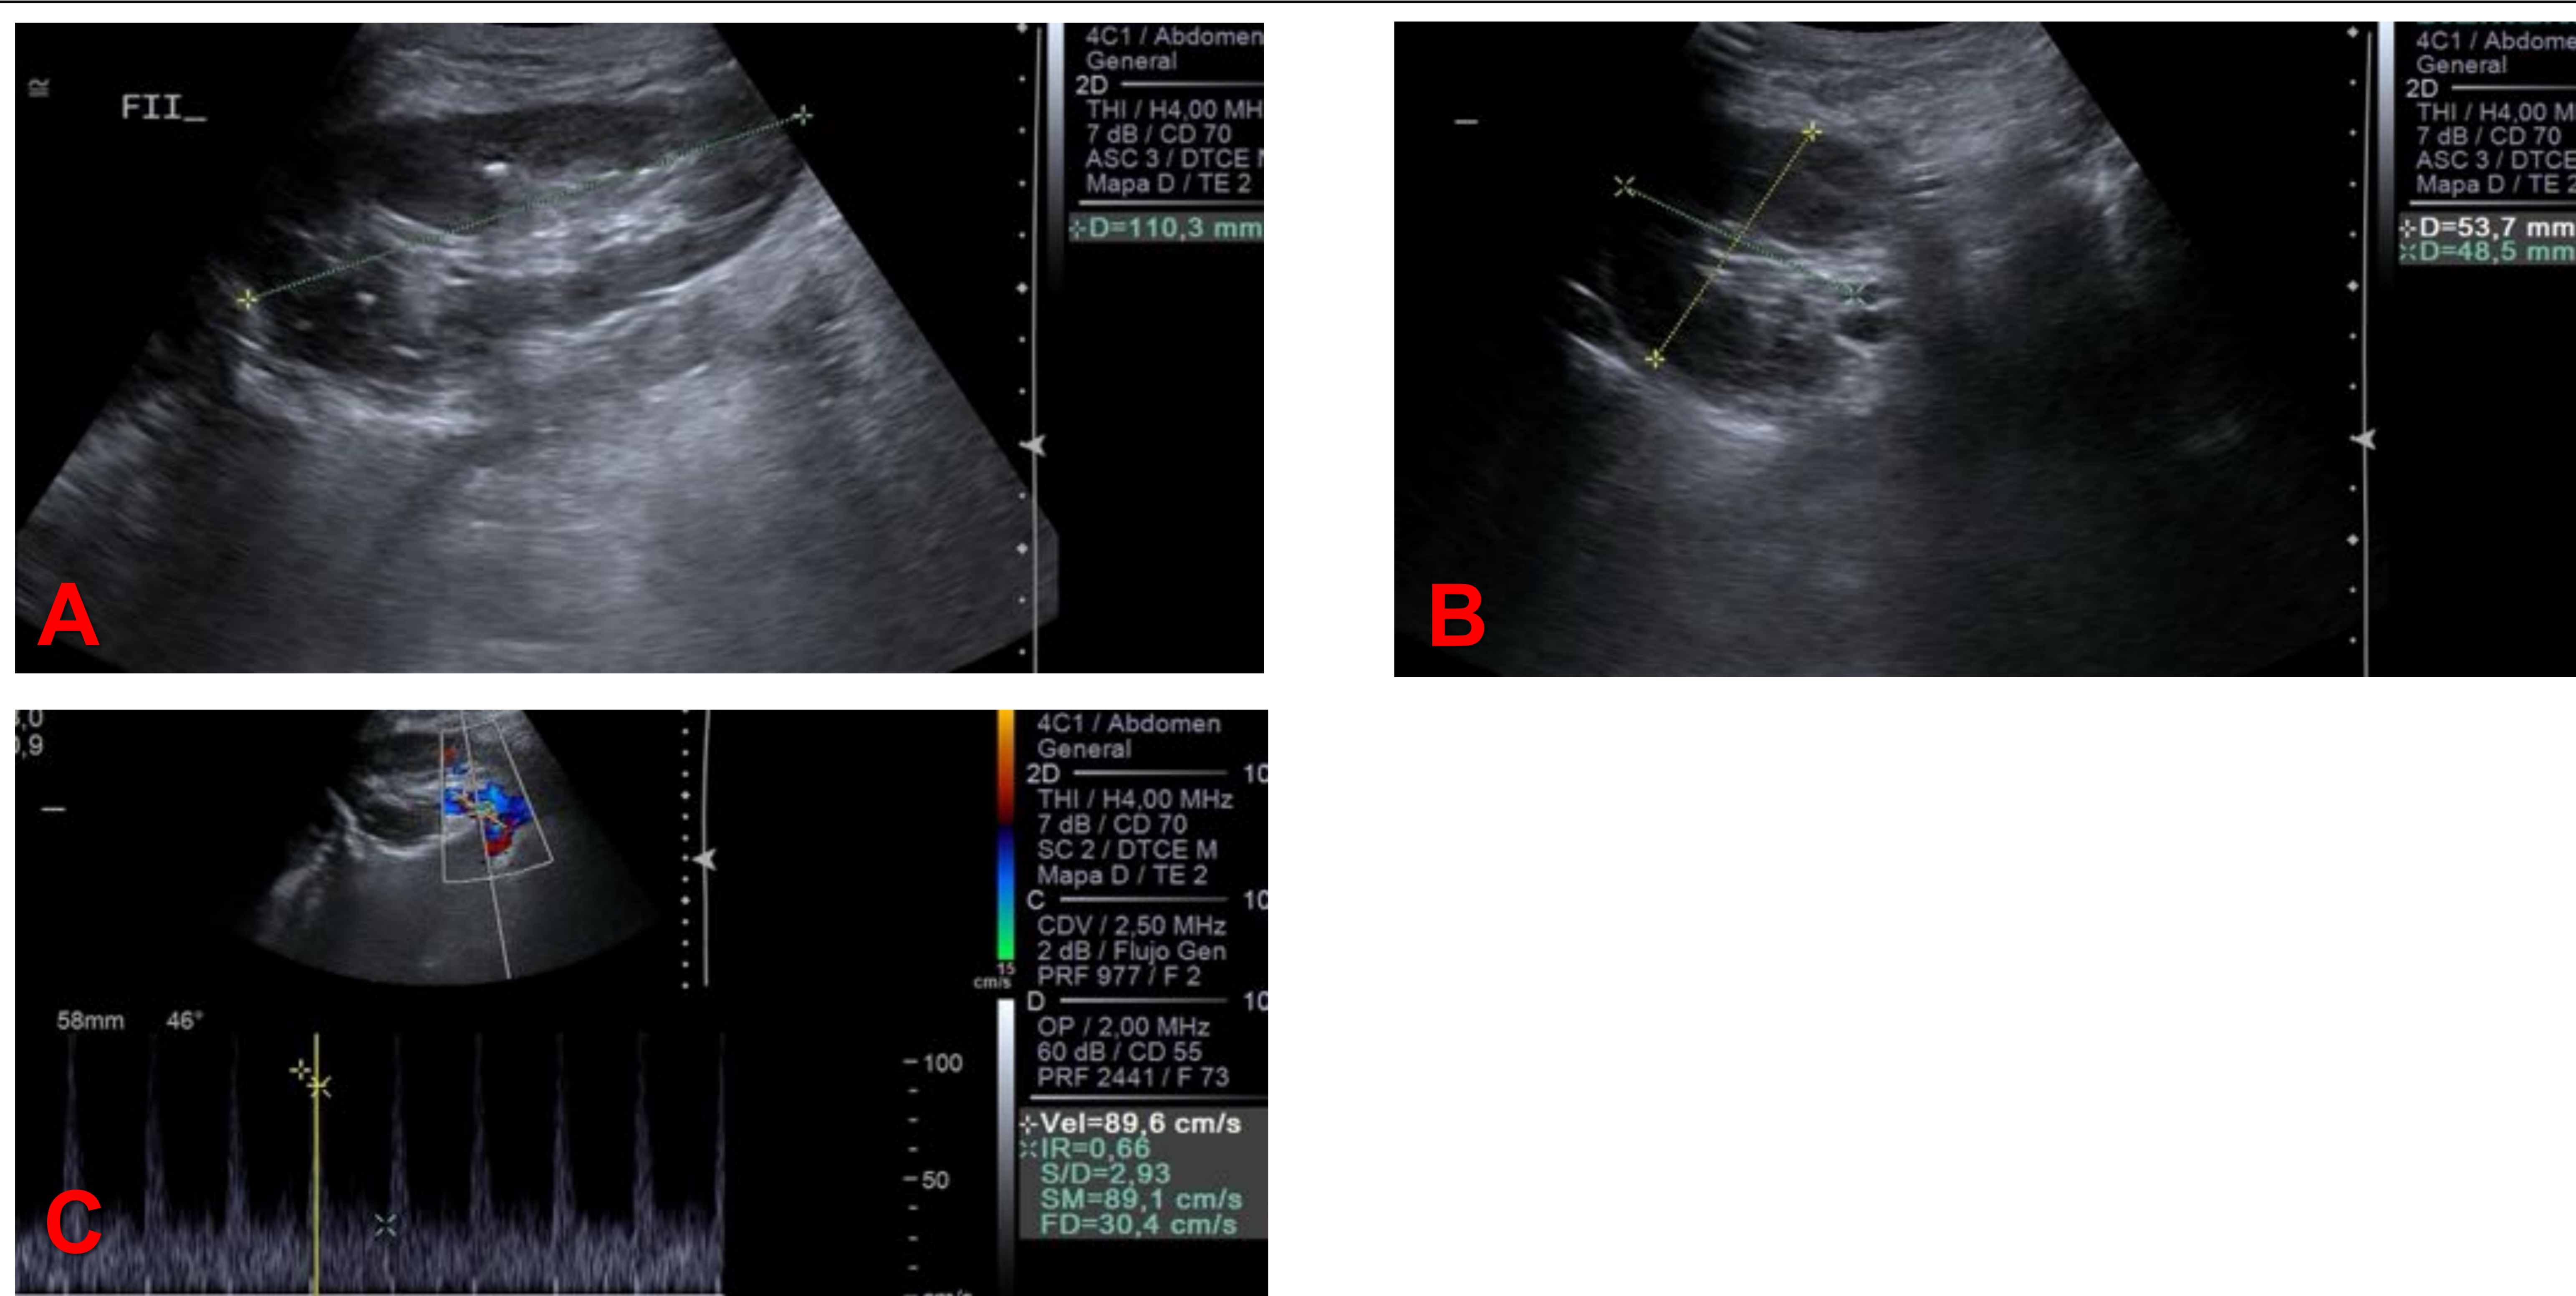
Imagen A, B y C: Ecografía modo B y doppler en paciente de 48 años en postoperatorio reciente de trasplante RENO PANCREÁTICO. RENAL
